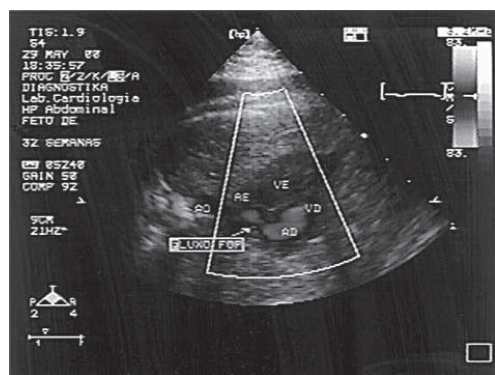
Imagem de quatro câmaras com interrogação por Doppler a cores demonstrando a passagem do fluxo sanguíneo, da direita para a esquerda, pelo forame oval.
